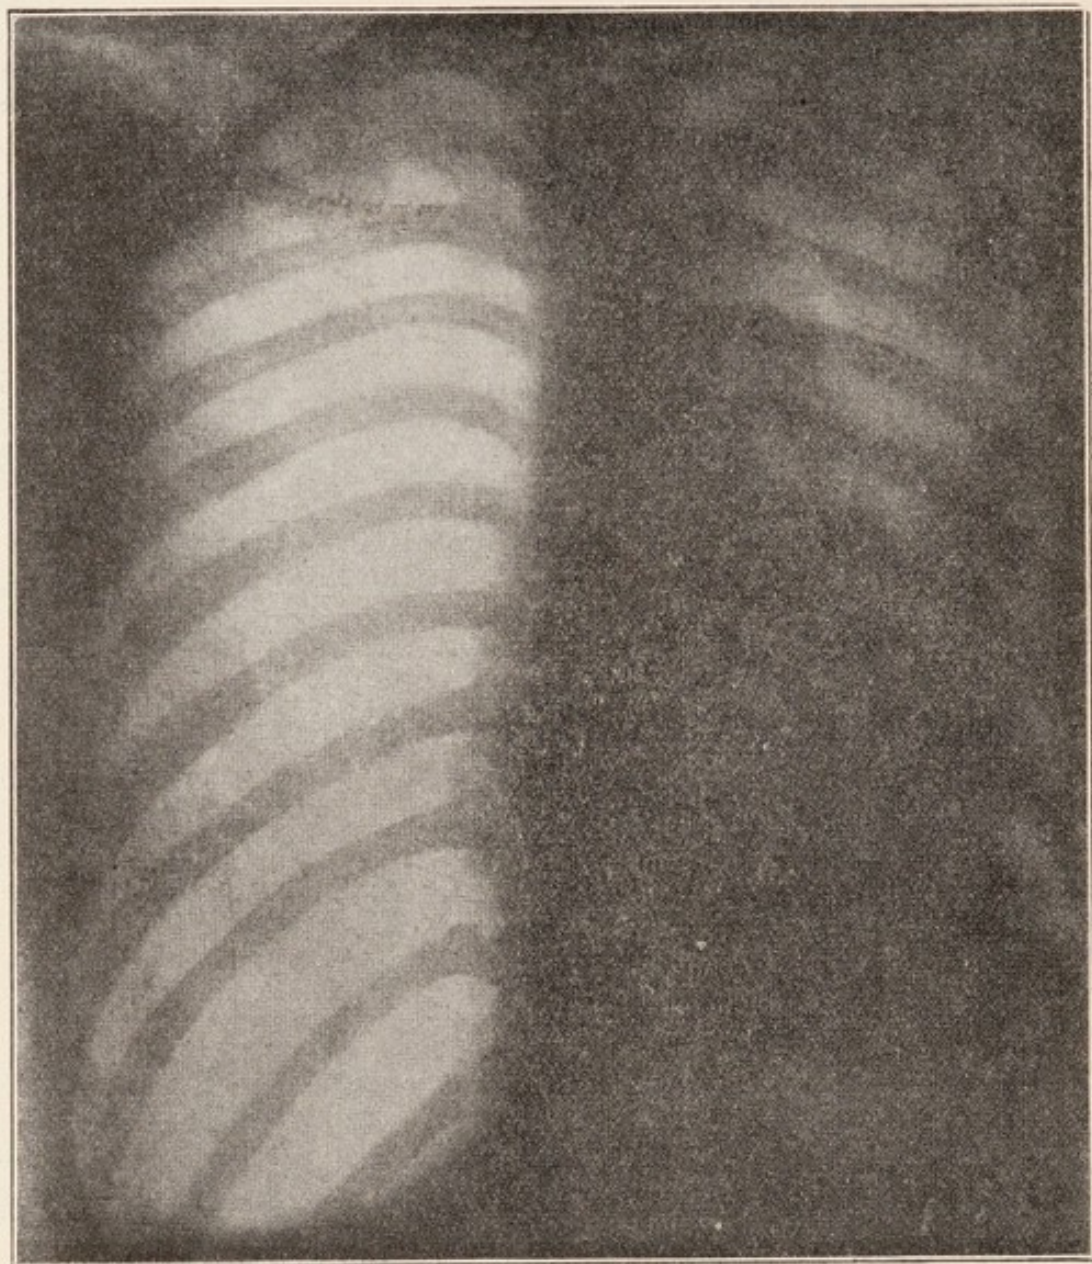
Caso 2 - Radiografia dorsale del torace nel pieno della cura: momento del maggior volume del Pneumotorace.
